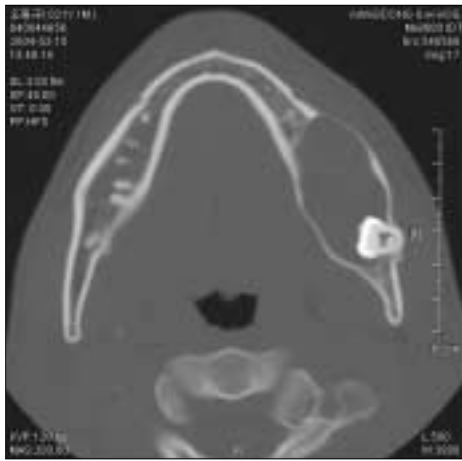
Preoperative CT view
